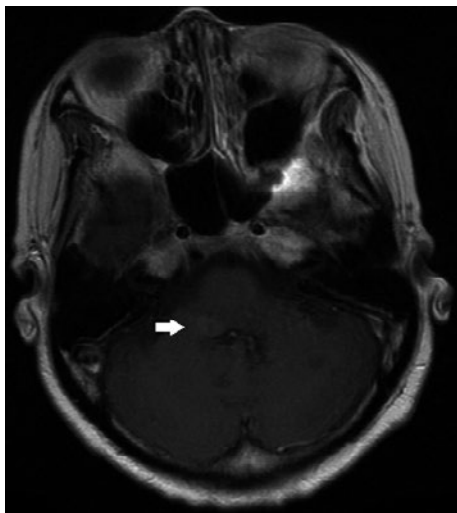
頭部造影 MRI. 右小脳脚に長径約 10 mm の結節を認めた.
